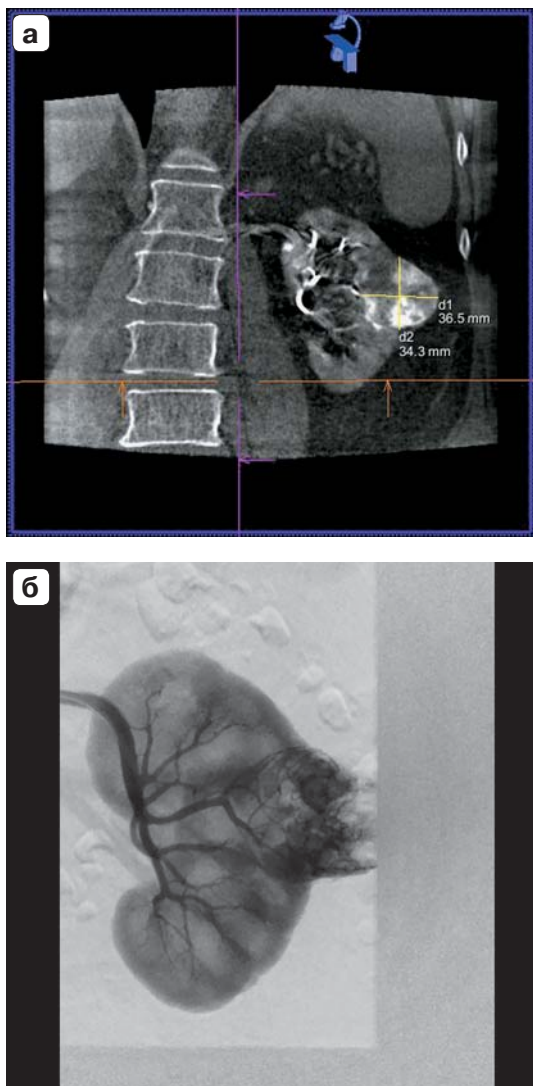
а – плоскодетекторная компьютерная томография; б – диагностическая ангиография.
